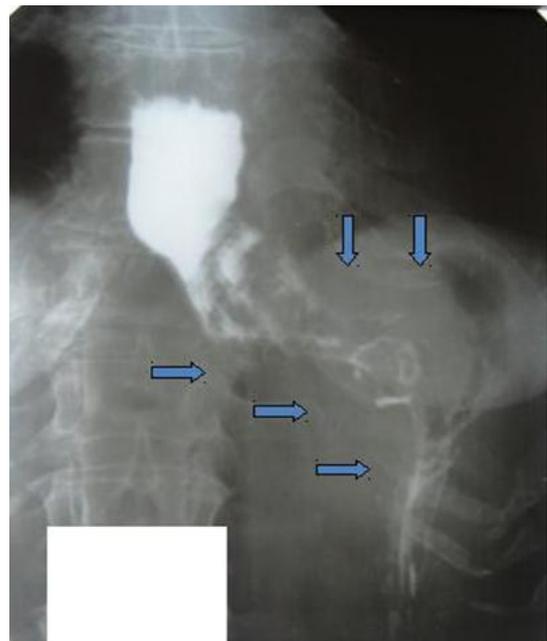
Рентгенологическая картина рака культи желудка
